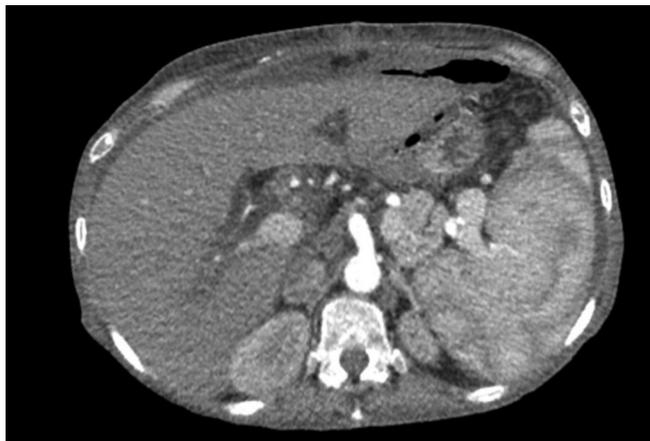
Tomografia computadorizada de abdome com contraste intravenoso na fase arterial, mostrando ar livre anterior ao estômago, edema periportal do fígado transplantado e esplenomegalia.
